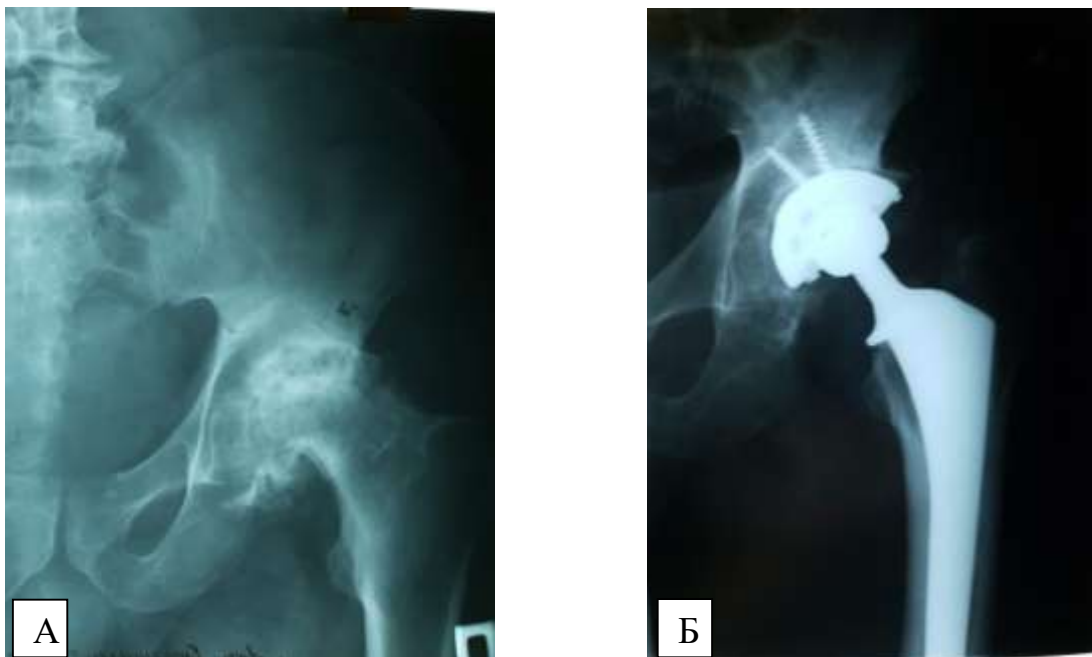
Фотокопії рентгенограм хворого Р., 56 років, історія хвороби № 9872, діагноз: Асептичний некроз голівки правої стегнової кістки, комбінована контрактура правого стегна (А). Стан після безцементного ТЕКС (Б). Через 1,5 роки встановлено добрий функціональний результат за шкалою W. H. Harris (84 бали), слабкий біль за оцінкою ВАШ (18 мм)
